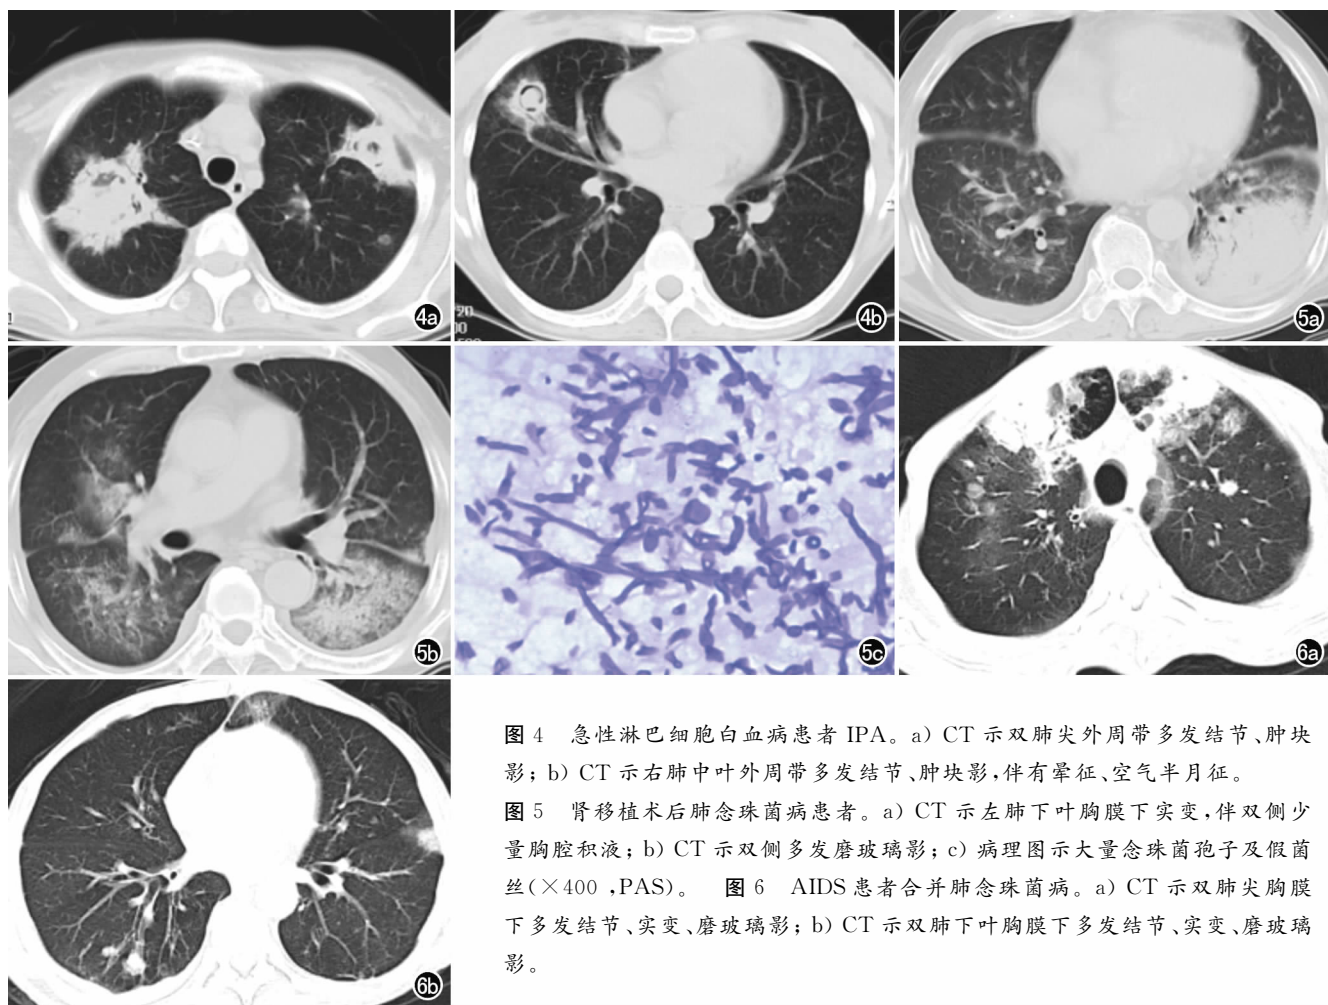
急性淋巴细胞白血病患者 IPA。a) CT 示双肺尖外周带多发结节、肿块影；b) CT 示右肺中叶外周带多发结节、肿块影，伴有晕征、空气半月征。
